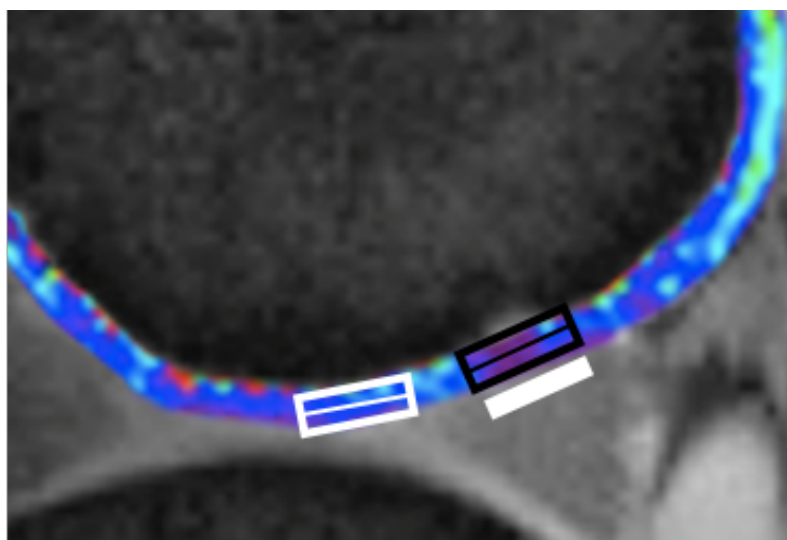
Ampliação da imagem de ressonância mostrada na figura 9. Destacando a divisão das áreas de interesse em região profunda e superficial. Retângulo vazado de borda preta: área de defeito da cartilagem. Retângulo vazado de borda branca: área de cartilagem adjacente. (Barra branca = 6 mm)
